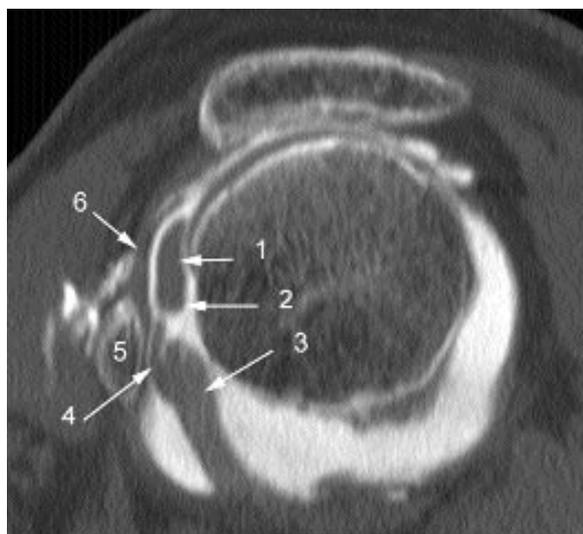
Arthro-TDM de l'épaule gauche: coupe sagittale oblique latérale:
